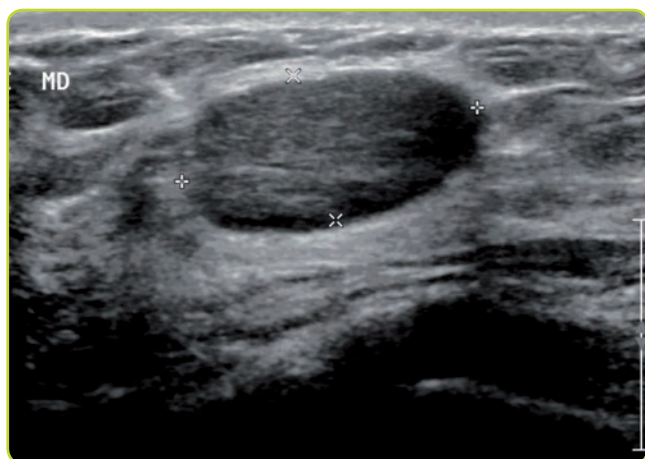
Imagen de ecografía mamaria. Se observa un nódulo sólido, hipocoi-co, ovalado, de contornos bien delimitados, con orientación paralela a la piel, de aspecto probablemente benigno, sugestivo de fibroadenoma. Categoría BI-RADS 3.
